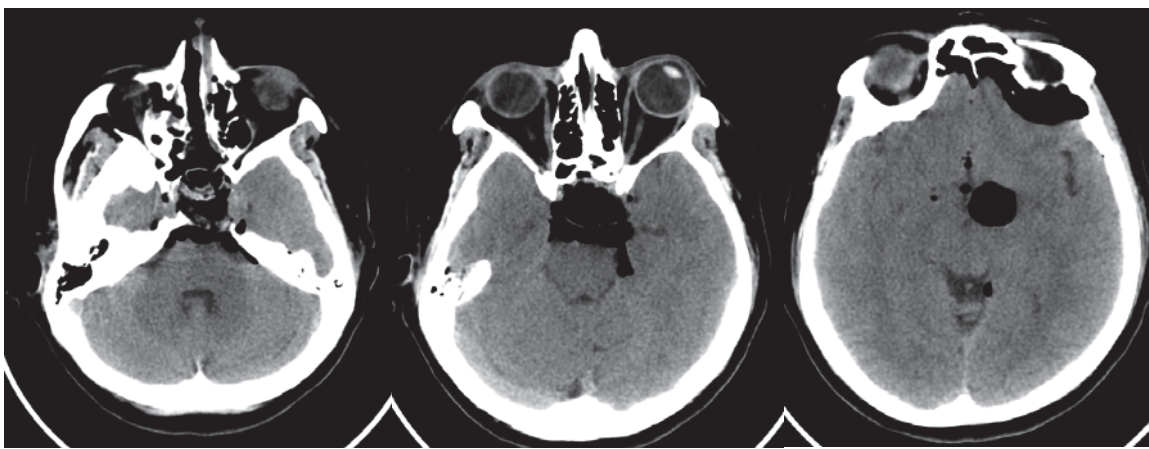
СКТ после операции. Радикальное удаление опухоли
